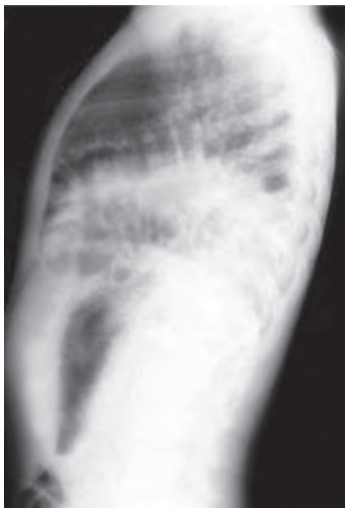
Треугольник Дюваля–Кеню–Фату – рентгенологический признак левосторонней релаксации диафрагмы
